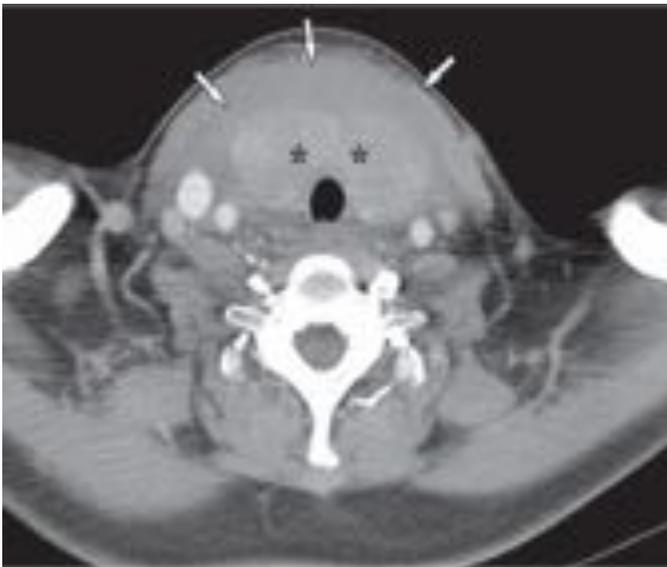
Imagen asociada a la anterior. Se visualiza un corte axial de TC cervical con CIV que muestra un gran hematoma extraglandular (flechas) que se extiende por la región anterior y lateral del tiroides (asteriscos).
